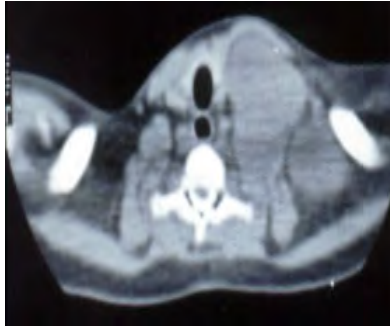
Neurofibroma plessiforme del plesso brachiale. La TC evidenzia una lesione plurilobulata di dimensioni notevoli, coinvolgente diverse componenti del plesso brachiale. Il m.d.c. intrarachideo dimostra l'assenza di componenti lesionali intraspinali. La tumefazione nella regione antero/laterale del collo è evidente.
